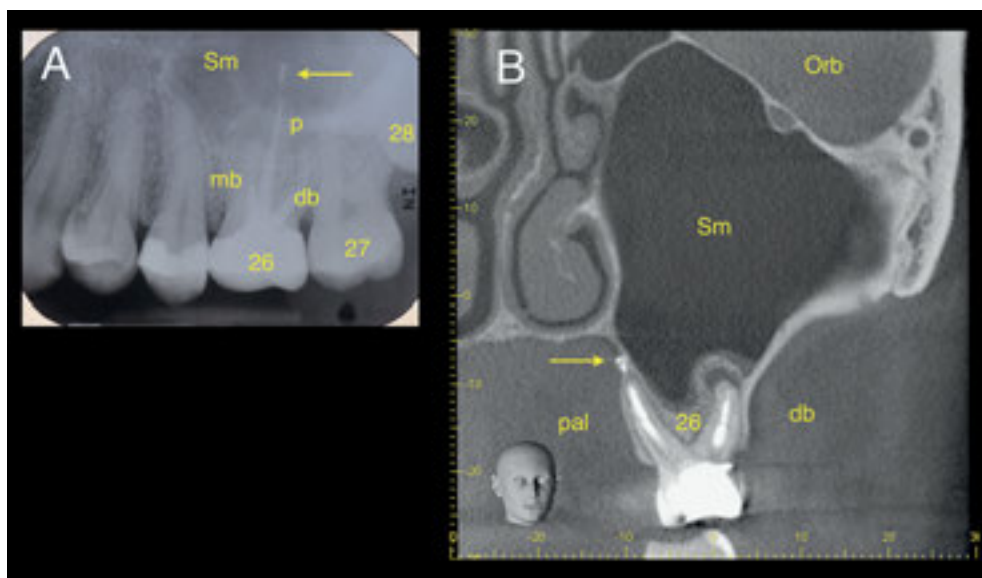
Patiente dont l'anamnèse fait état de troubles sinusitiques et pathologie apicale connue des deux racines vestibulaires de la dent 26. Questions: est-ce que le matériau étranger est situé en apical de la racine palatine dans le sinus maxillaire (flèche)? Peut-il s'agir d'une sinusite dentogène? Radiographie dent isolée (A), niveau coronal TVN (B), orbite gauche (Orb), sinus maxillaire gauche (Sm), racine palatine de la 26 (pal), racine disto-buccale de la 26, matériau étranger (flèche)
